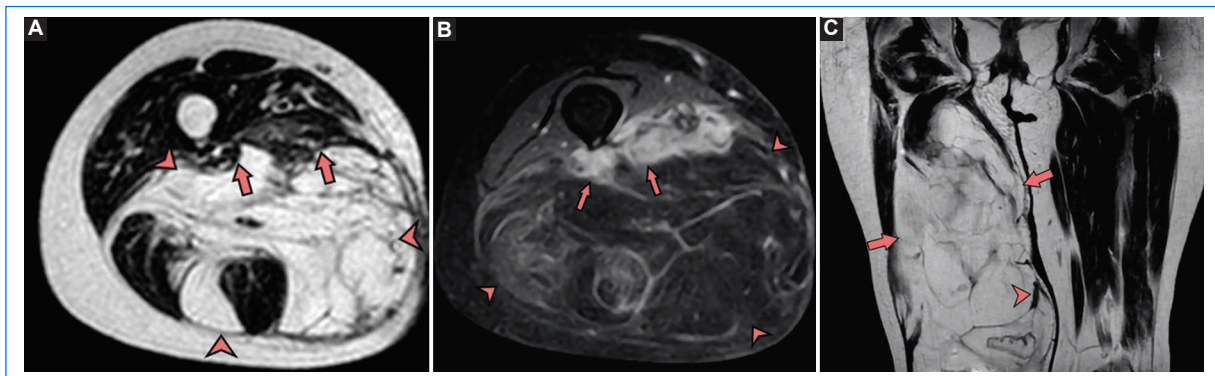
Liposarcoma desdiferenciado secundario a la progresión de un liposarcoma bien diferenciado en una mujer de 67 años con una masa de crecimiento rápido en la cara posterior del muslo derecho que se presenta por alteración en la marcha. A: imagen axial ponderada en T1 que muestra una masa que contiene principalmente grasa (puntas de flecha) con múltiples tabiques irregulares y un área nodular hipointensa en región periférica (flechas). B: secuencia coronal ponderada en T2 de RM que muestra voluminoso tumor de contenido graso con tabique mayor a 2 mm (punta de flecha). C: imagen axial ponderada en T2 con saturación de grasa con contraste endovenoso que muestra un realce intenso del área nodular periférica (flechas) con tabiques internos engrosados en configuraciones lineales y arremolinadas. Los hallazgos fueron confirmados con anatomía patológica.
